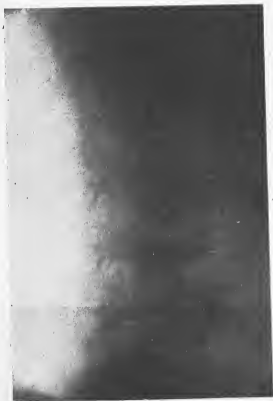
Fol... Lucienne, 10 ans. Mal de Pott lombaire. — Le corps de L3 est partiellement détruit. Les disques sus et sous-jacents sont conservés. Radiographie du 17 octobre 1923.
